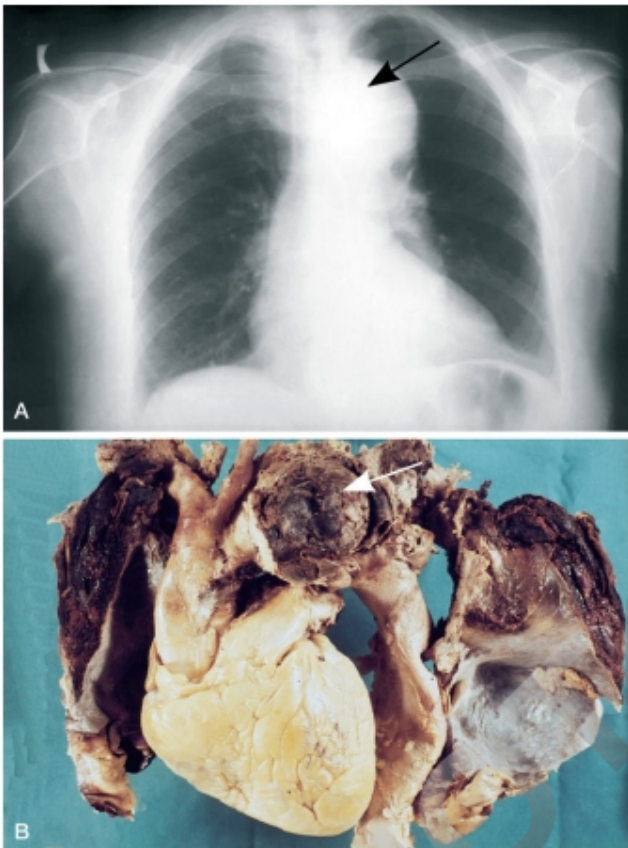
Figura e15.13 Aortitis sífilítica con aneurisma del cayado. A. Radiografía de tórax. B. La rotura del aneurisma fue la causa de la muerte por hemopericardio.
